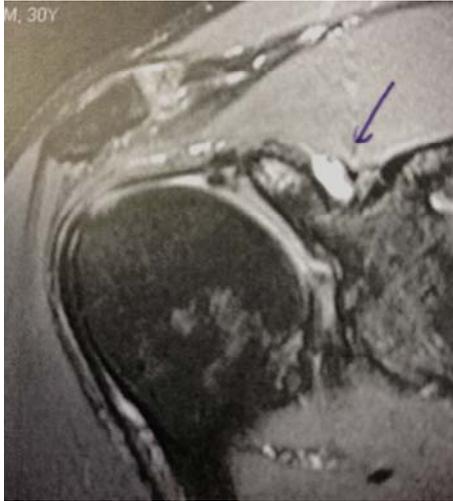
MRT Befund einer spinoglenoidalen Zyste (siehe Pfeil) bei SLAP – Läsion. (Handball, OL)
